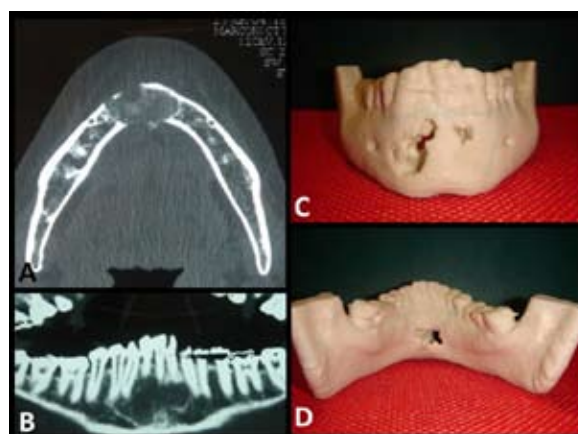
A: Corte axial de tomografia computadorizada, evidenciando lesão lítica com bordas escleróticas e aspecto insuflante em região anterior de mandíbula; B: Reconstrução panorâmica de tomografia computadorizada; C e D: Prototipagem.
